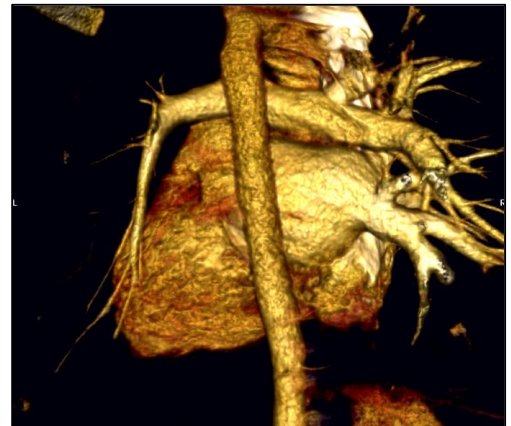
Pac. C. Tomografie computerizată. Agenezia lobului superior stîng. Hemidiafragmul stîng ascensionat. Asimetria cutiei toracice.
